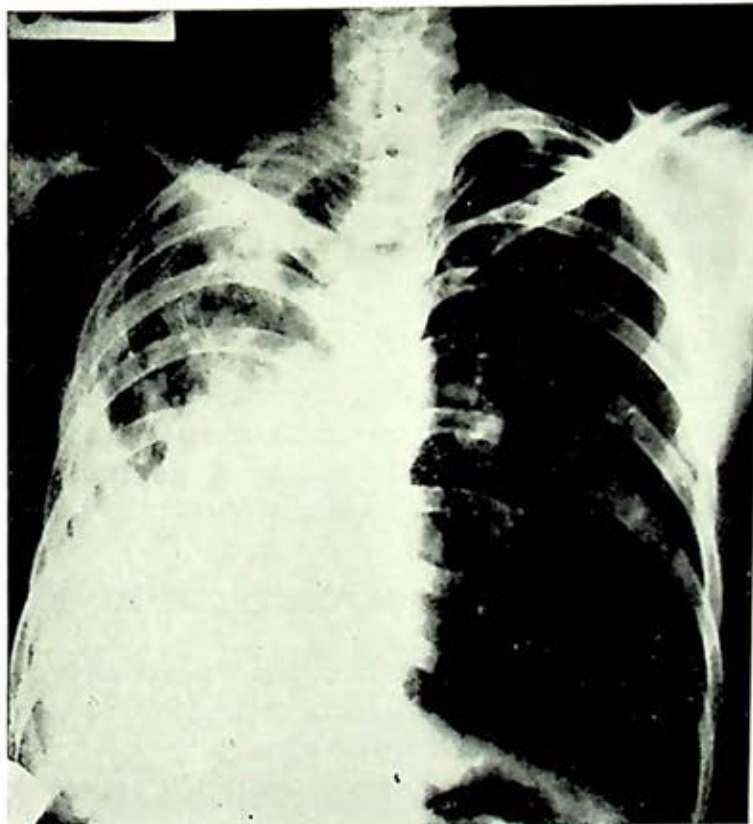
Telerradiografía póstero-anterior de tórax en la que se observa retracción del hemitórax derecho y destrucción muy acentuada del parénquima pulmonar. En este caso se demostró trombosis del tronco principal de la arteria pulmonar del lado derecho. (AH - 73).
